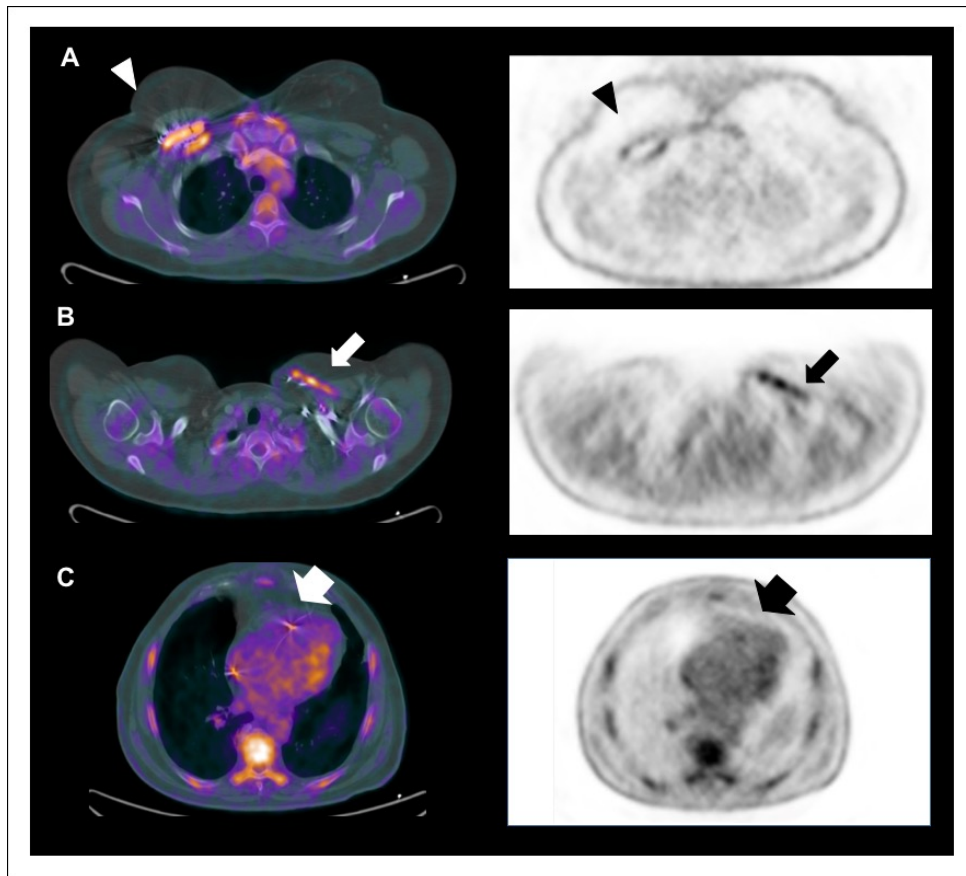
PET/TC en dispositivos intracardiacos.
